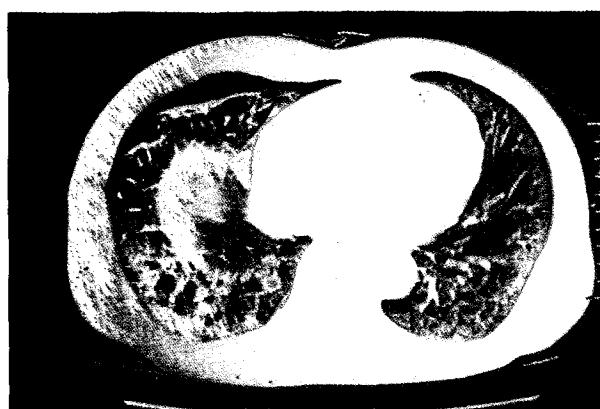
Chest tomographic scan revealed right pneumothorax.
